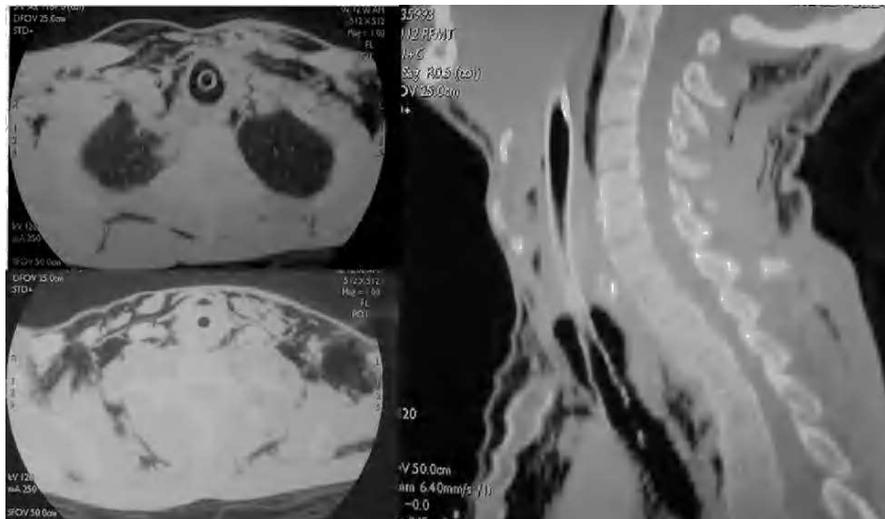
A. Tomografía computarizada (TC) torácica que muestra un gran enfisema mediastínico y subcutáneo (cervical y torácico). Sobre el balón del tubo oro-traqueal aparece nivel hidro-aéreo intratraqueal. Drenaje torácico en la cavidad derecha. B. Reconstrucción por TC cervicotorácica que muestra laceración traqueal.
